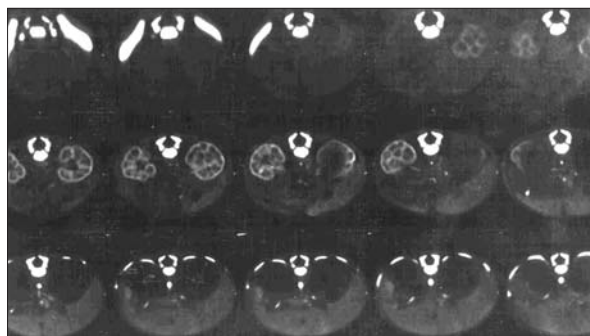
TAC de abdomen. Abscesos bilaterales en ambas glándulas suprarrenales
